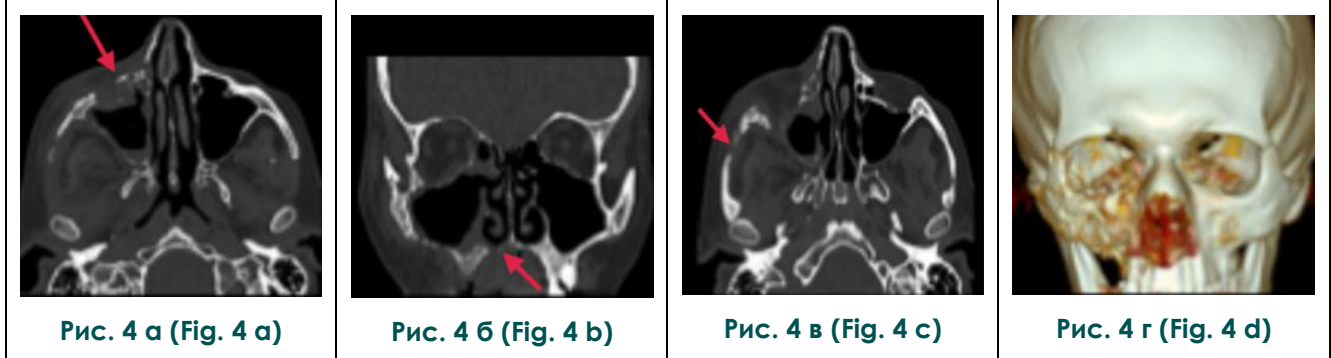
Контрольная КТ околоносовых синусов.
